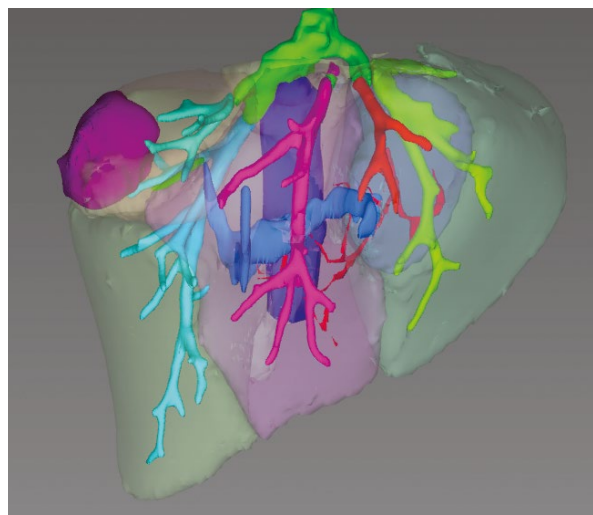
СКТ с 3D реконструкцией, демонстрирующая характер поражения печени на момент обращения пациентки в 2013 году. Очаг выделен фиолетовым цветом
